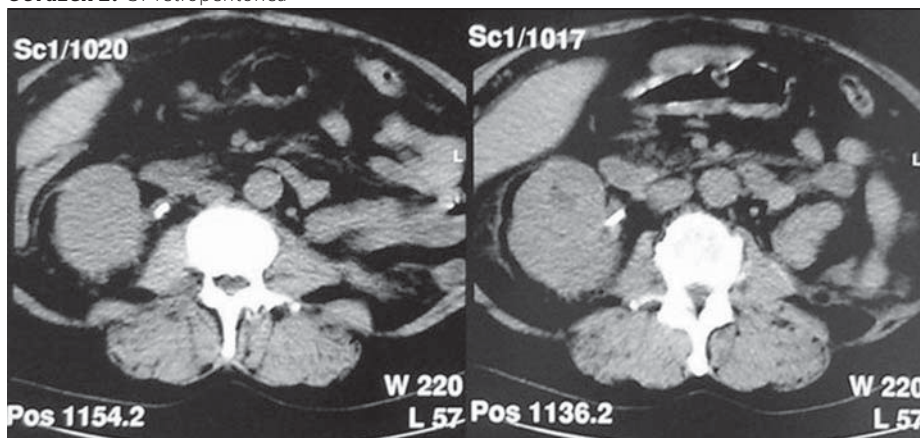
CT retroperitonea
